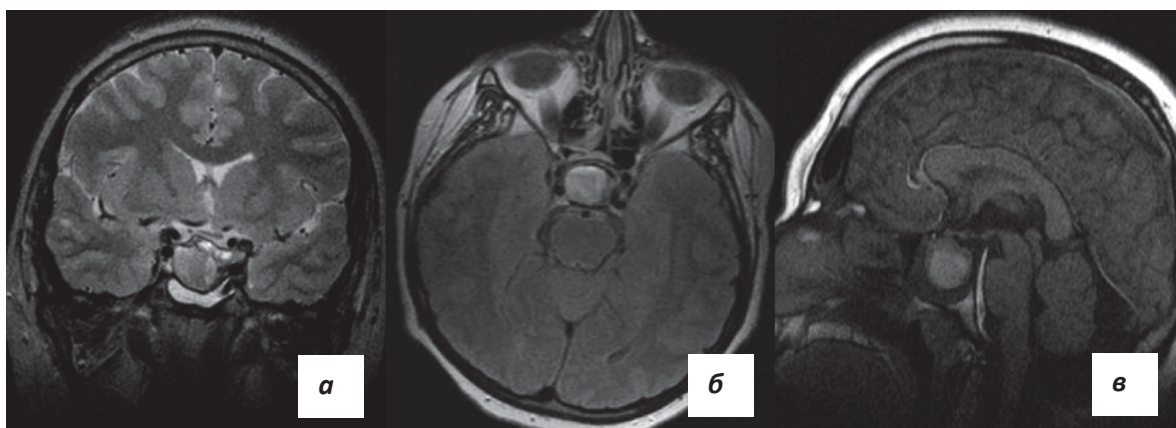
Пациент Б. 20 лет. Лечился консервативно (каберголин) с положительной динамикой, на фоне лечения отметил острое ухудшение зрения на оба глаза. МРТ-исследование выявило эндо-супраселлярную аденому с кровоизлиянием: а – фронтальная проекция, б – аксиальная проекция, в – сагиттальная проекция.
